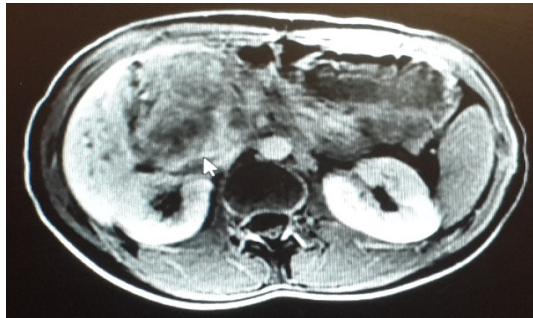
Preoperatif BT görüntüleme
